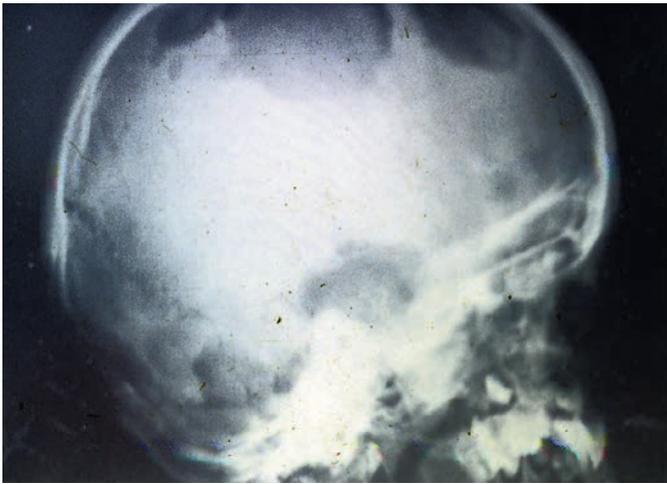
Рентгенограмма черепа при х-гистиоцитозе
